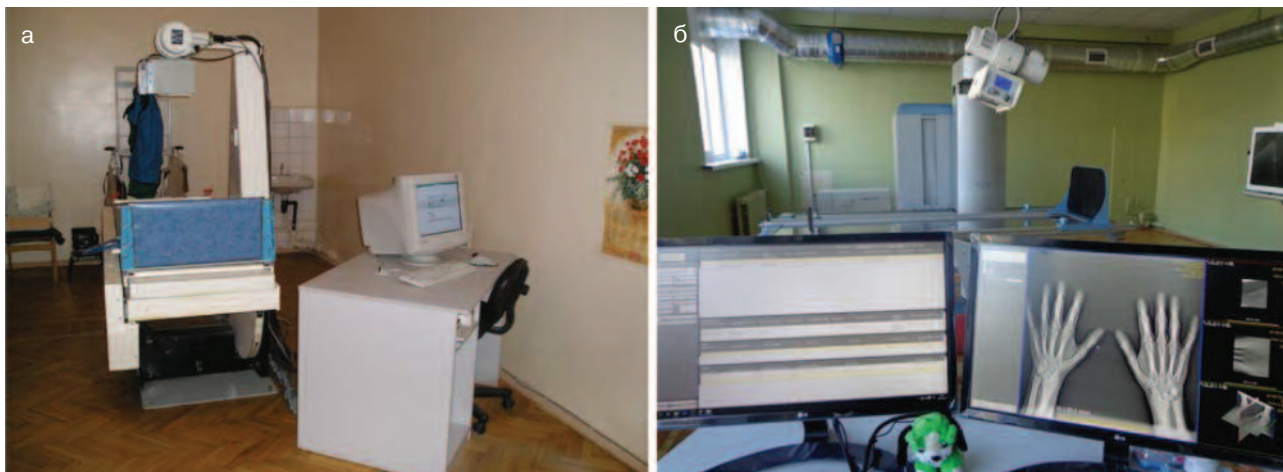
Перша в Україні цифрова рентгеновська система для загальної діагностики: а – після встановлення у 2001 р.; б – після капітального ремонту у 2017 р.
